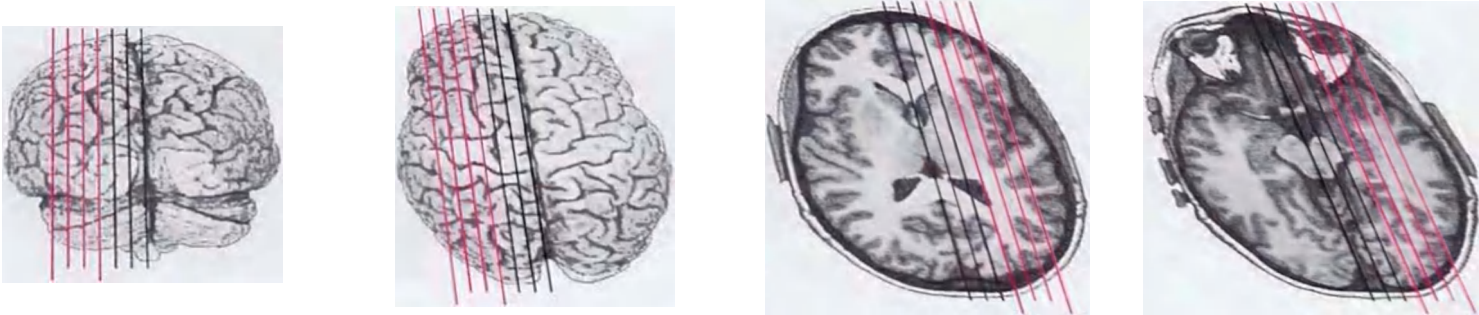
A-G, RM sagitales y parasagitales potenciadas en T1 de\ encéfalo de un hombre joven. EA mismo encéfalo se muestra en planos diferentes en \ashgur as a 9-12, con los planos de «sección» indicados en reconstrucciones tridimensionales. (Proporcionadas por la Dro. Elena M. Plante.)
